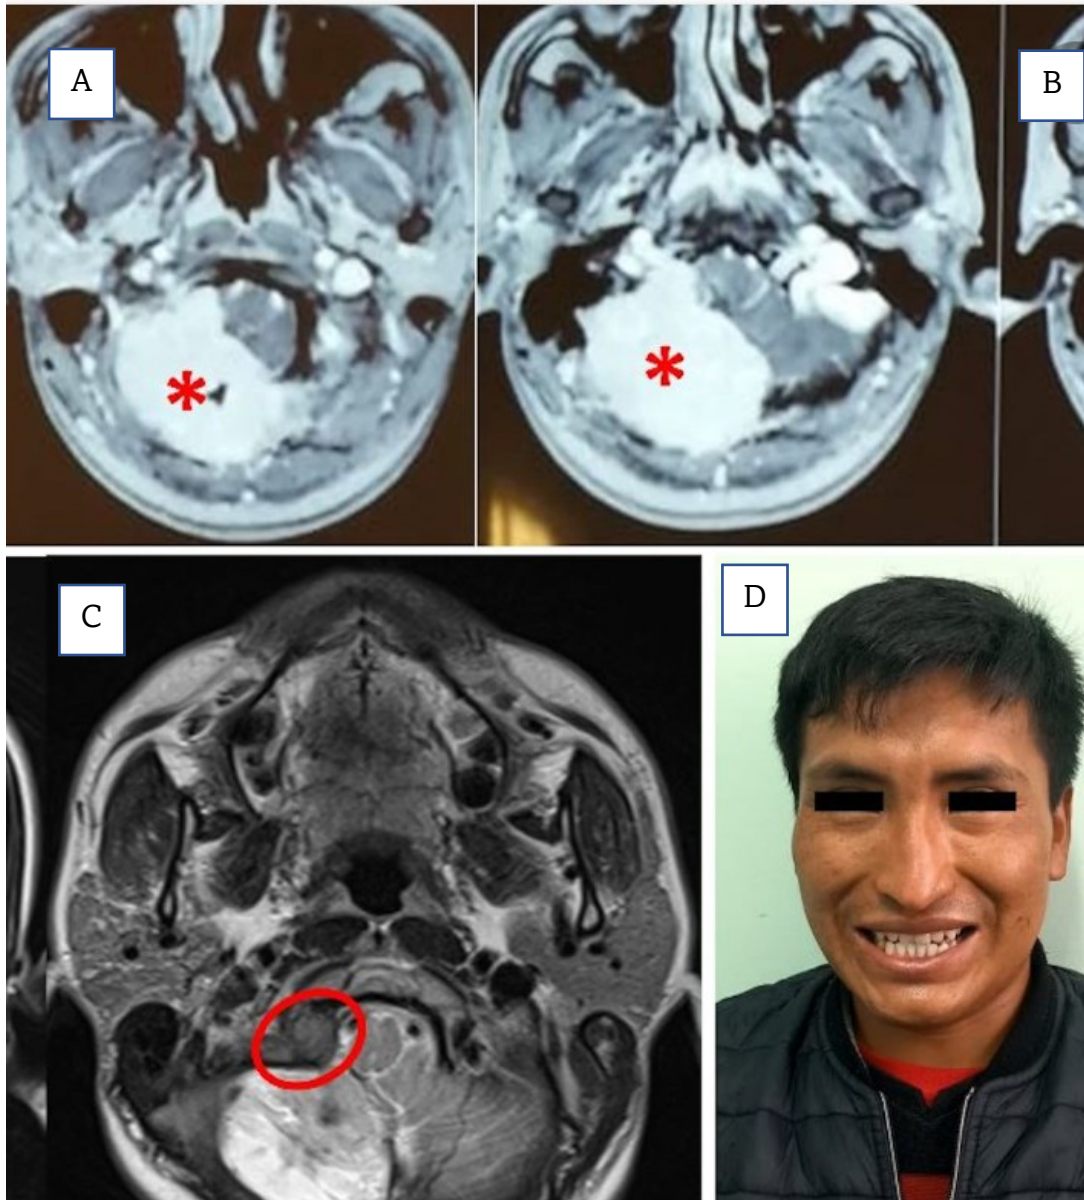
A-B Resonancia magnética preoperatoria de paciente con meningioma gigante de fosa posterior. C-D. resonancia magnética y evolución postoperatoria del mismo paciente.
